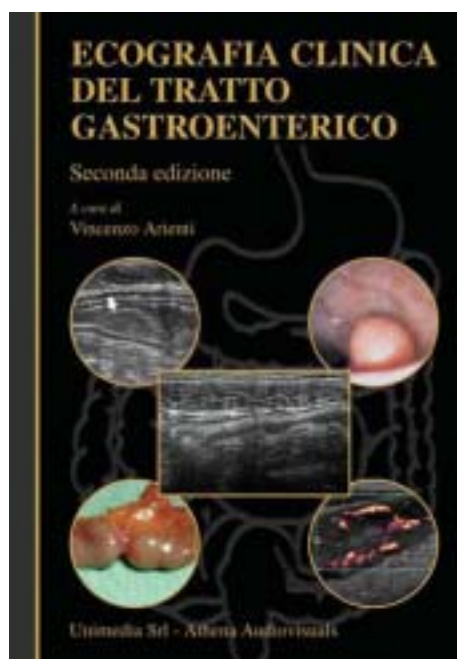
Monografia "Ecografia Clinica del Tratto Gastroenterico".
